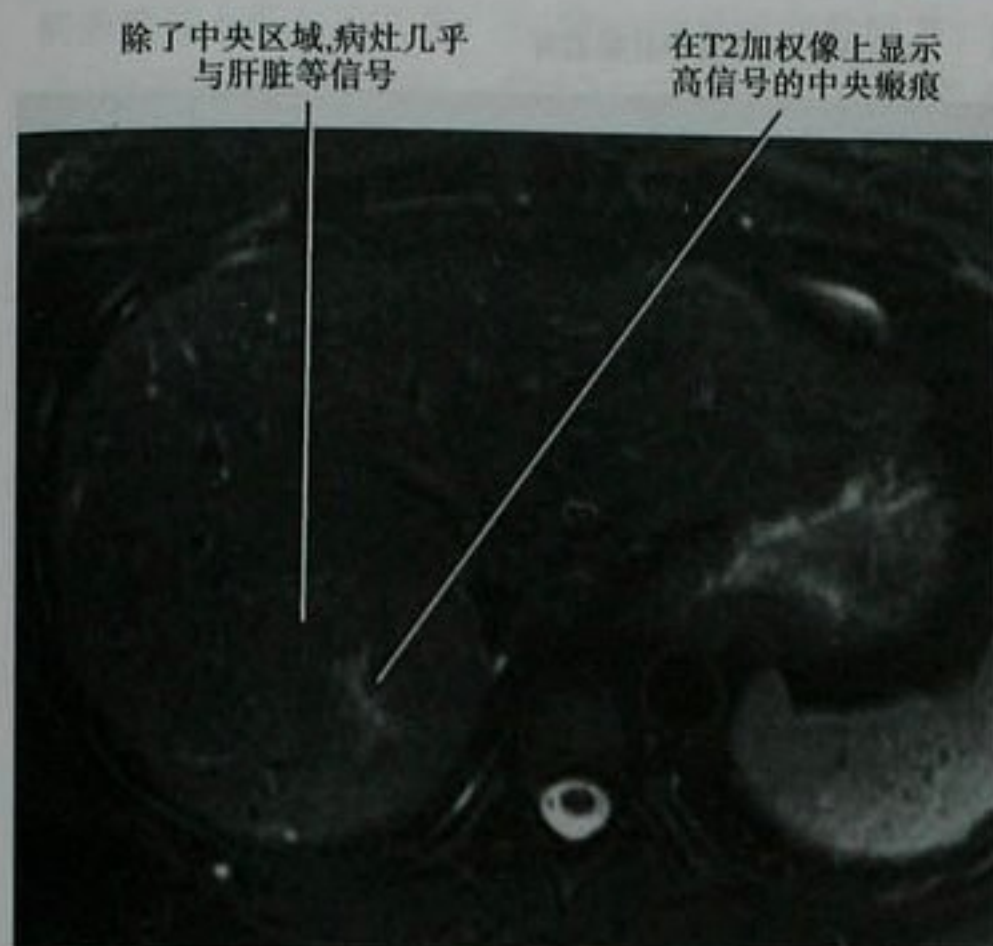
局灶性结节性增生(FNH)患者的轴位 T2 加权 MRI 图像显示中心瘢痕典型的表现
